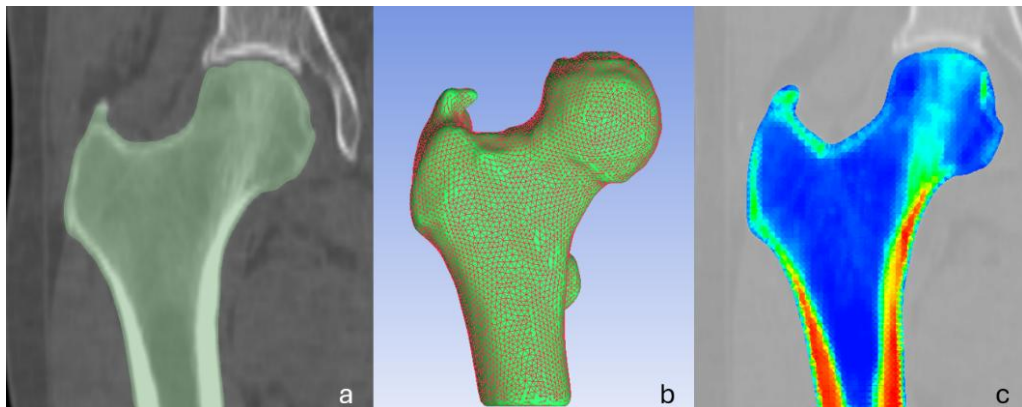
Fasi per la generazione di un modello FE del femore a partire dalle immagini CT: (a) segmentazione dell'osso dalle scansioni CT; (b) generazione della mesh volumetrica del modello tridimensionale; (c) mappatura delle proprietà materiali sulla base dei valori di unità Hounsfield.
